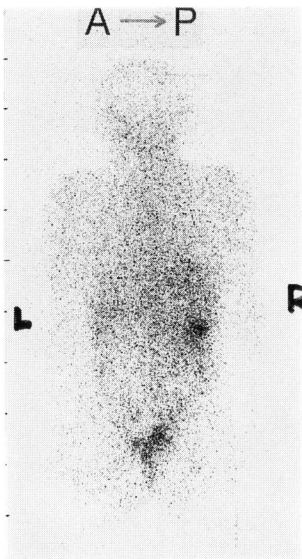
症例1の Ga-scintigraphy
